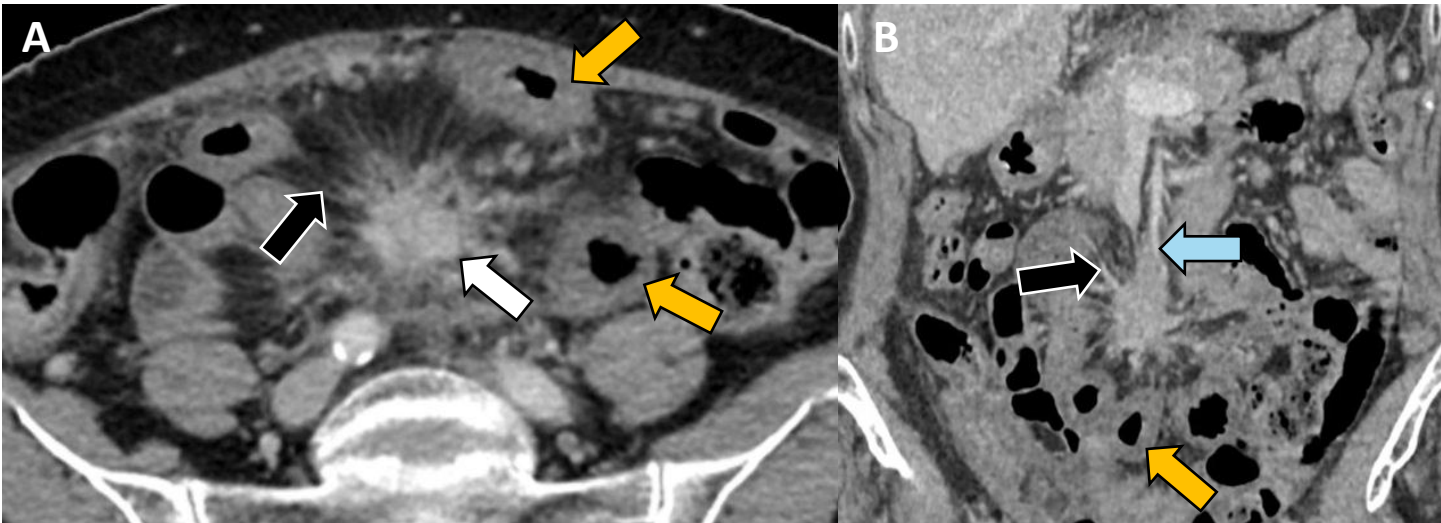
(A) TC portal axial y (B) coronal en mujer con síndrome constitucional muestra masa mesentérica de partes blandas (*flecha blanca*) con numerosas bandas espiculadas radiadas (*flecha negra*). Infiltra asa de intestino delgado adyacente, la cual presenta engrosamiento parietal circunferencial (*flecha naranja*). También engloba la arteria mesentérica superior (*flecha azul*). Biopsia de una lesión hepática confirmó metástasis de TNE grado 2.
